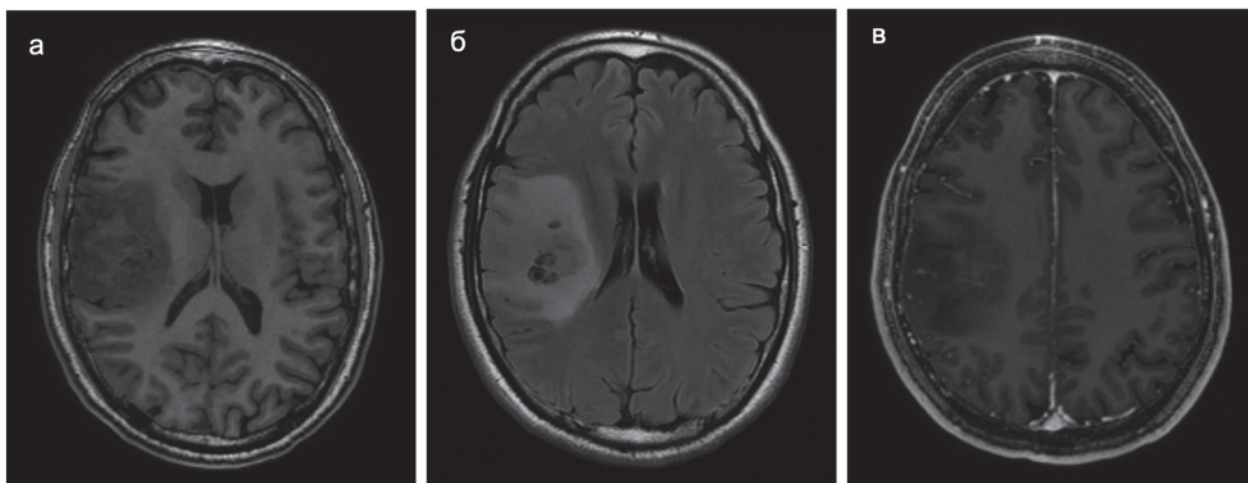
МРТ до операции (а – T1, б - T2-FLAIR, в – T1+C, аксиальные проекции). Определяется внутримозговая опухоль правого полушария головного мозга, распространяющаяся на лобную, теменную и островковую доли.
